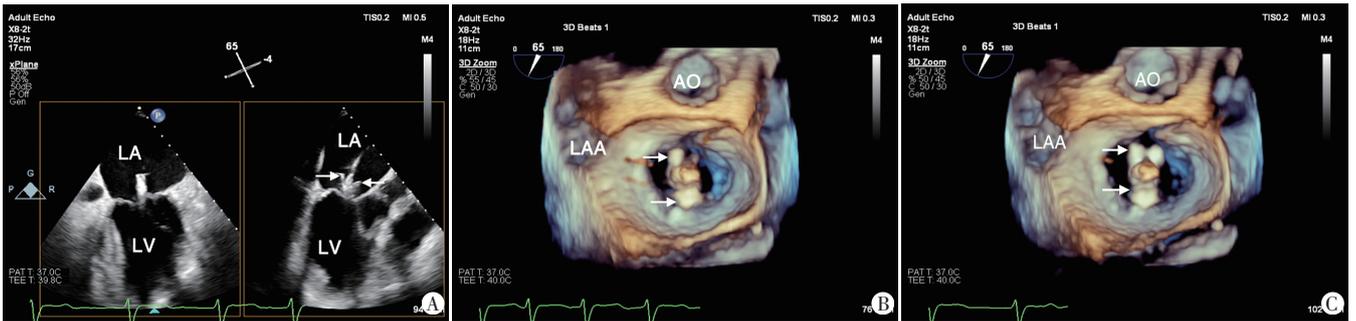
A:TEE工作切面显示二尖瓣口上方打开的夹合器(箭头示);B、C:实时三维超声成像于二尖瓣“外科视角”示夹合器(箭头示)位于病变区但并非垂直于二尖瓣闭合线,调整后夹合器双臂连线垂直于二尖瓣闭合线。LA:左房;LV:左室;LAA:左心耳;AO:主动脉
